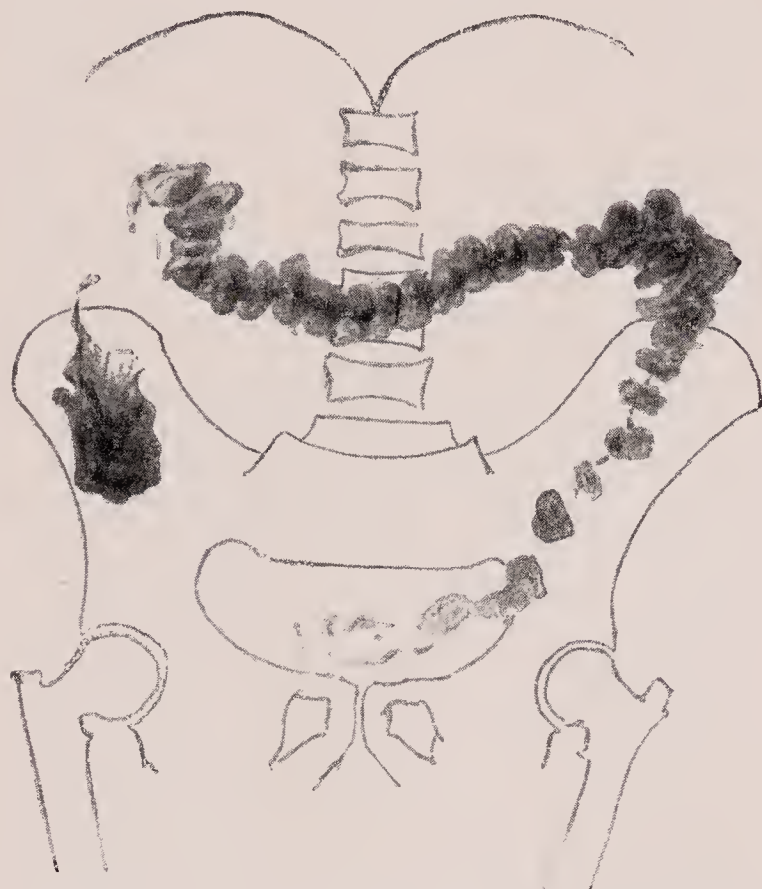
Carcinom des Colon ascendens im Röntgenbild ca. 12 Std. nach einer Kontrastmahlzeit. (Ausparung — Stauung im Coecum.)
